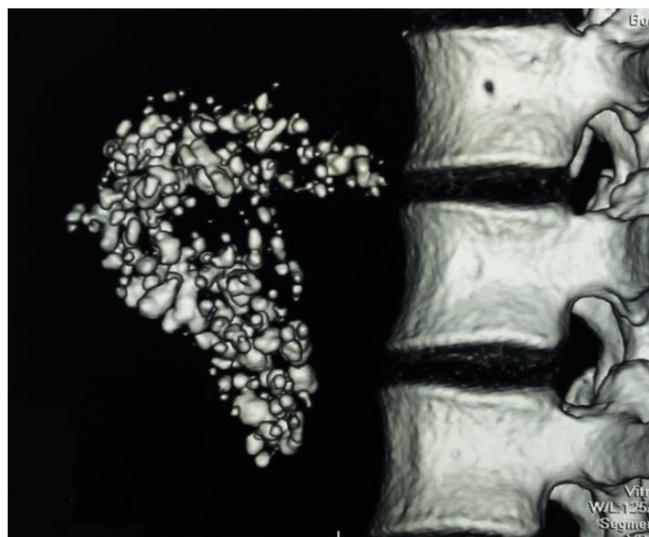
КТ поджелудочной железы, 3-D – реконструкция: множественные кальцинаты паренхимы.
